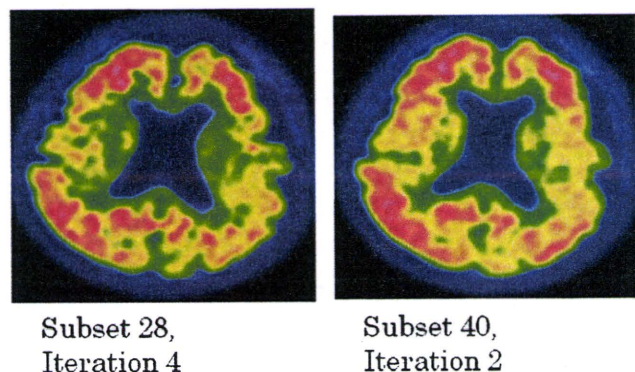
[C-11]PIB-PETの再構成条件と画質
